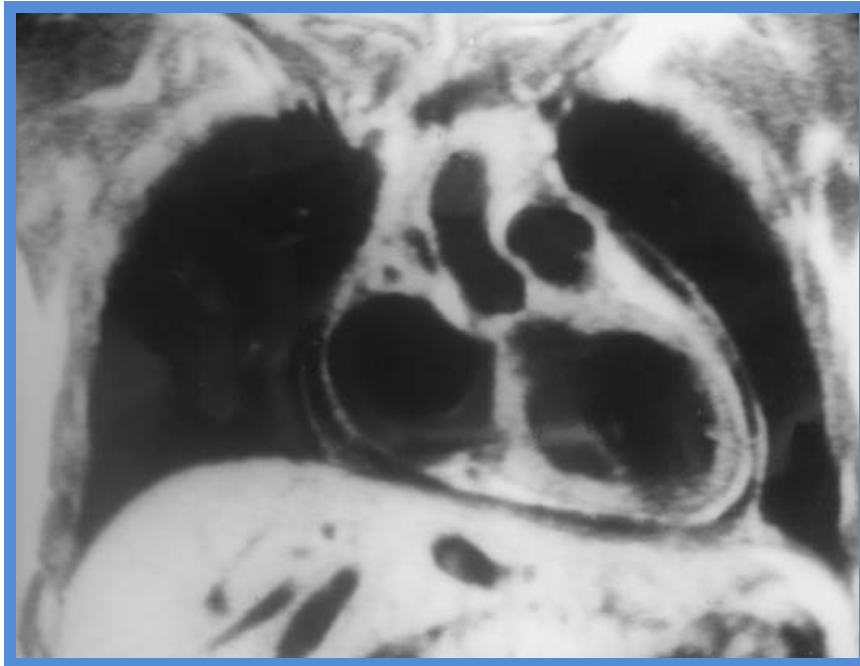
IRM d'une péricardite avec épanchement circonférentiel de faible abondance
